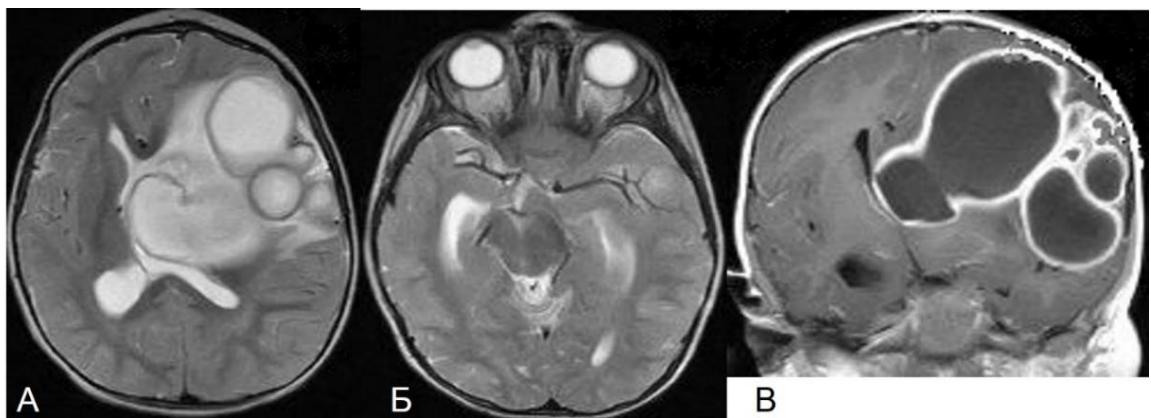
МРТ головного мозга без контрастирования пациента Д., 2 лет, в T1 ВИ в аксиальной проекции (А, Б) и T2 ВИ в коронарной проекции (В)
